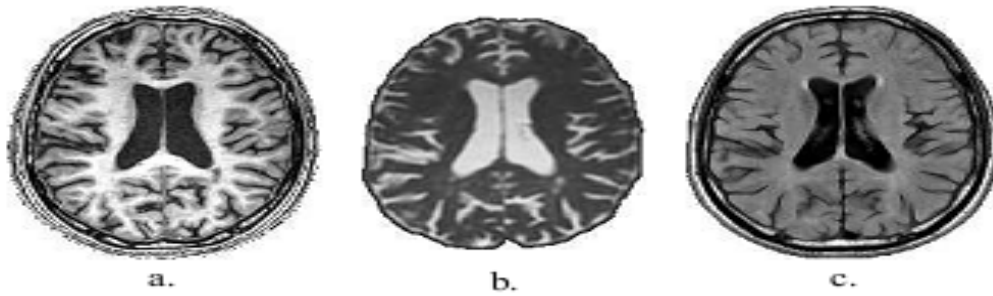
Différentes modalités d'images IRM :
